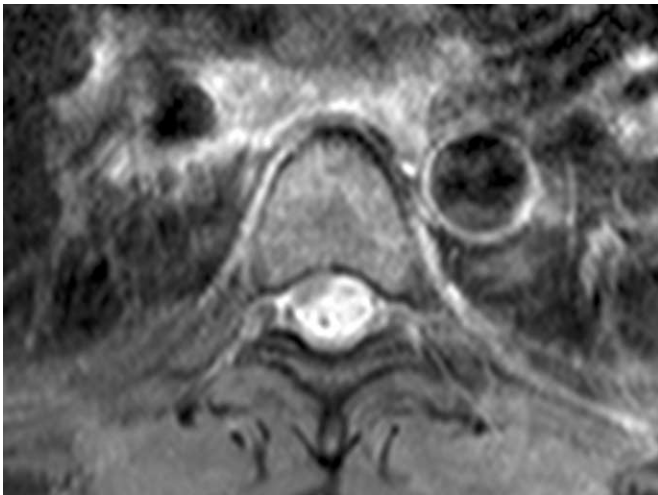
A 31-year-old man with mild paraplegia for 3 months. a-d. Follow-up MR images after 8 months show an isointense intradural extramedullary lesion with cord edema and cord compression at the level between T1 and T9 vertebrae on sagittal T2(a)- and T1(b)-weighted MR images. The lesion shows rim enhancement on gadolinium-enhanced T1-weighted MR image (c, d). e. Microphotogram shows a discrete granuloma with Langerhans giant cell (arrow) combined with confluent caseous necrosis (asterisk). (H & E \times 200)
